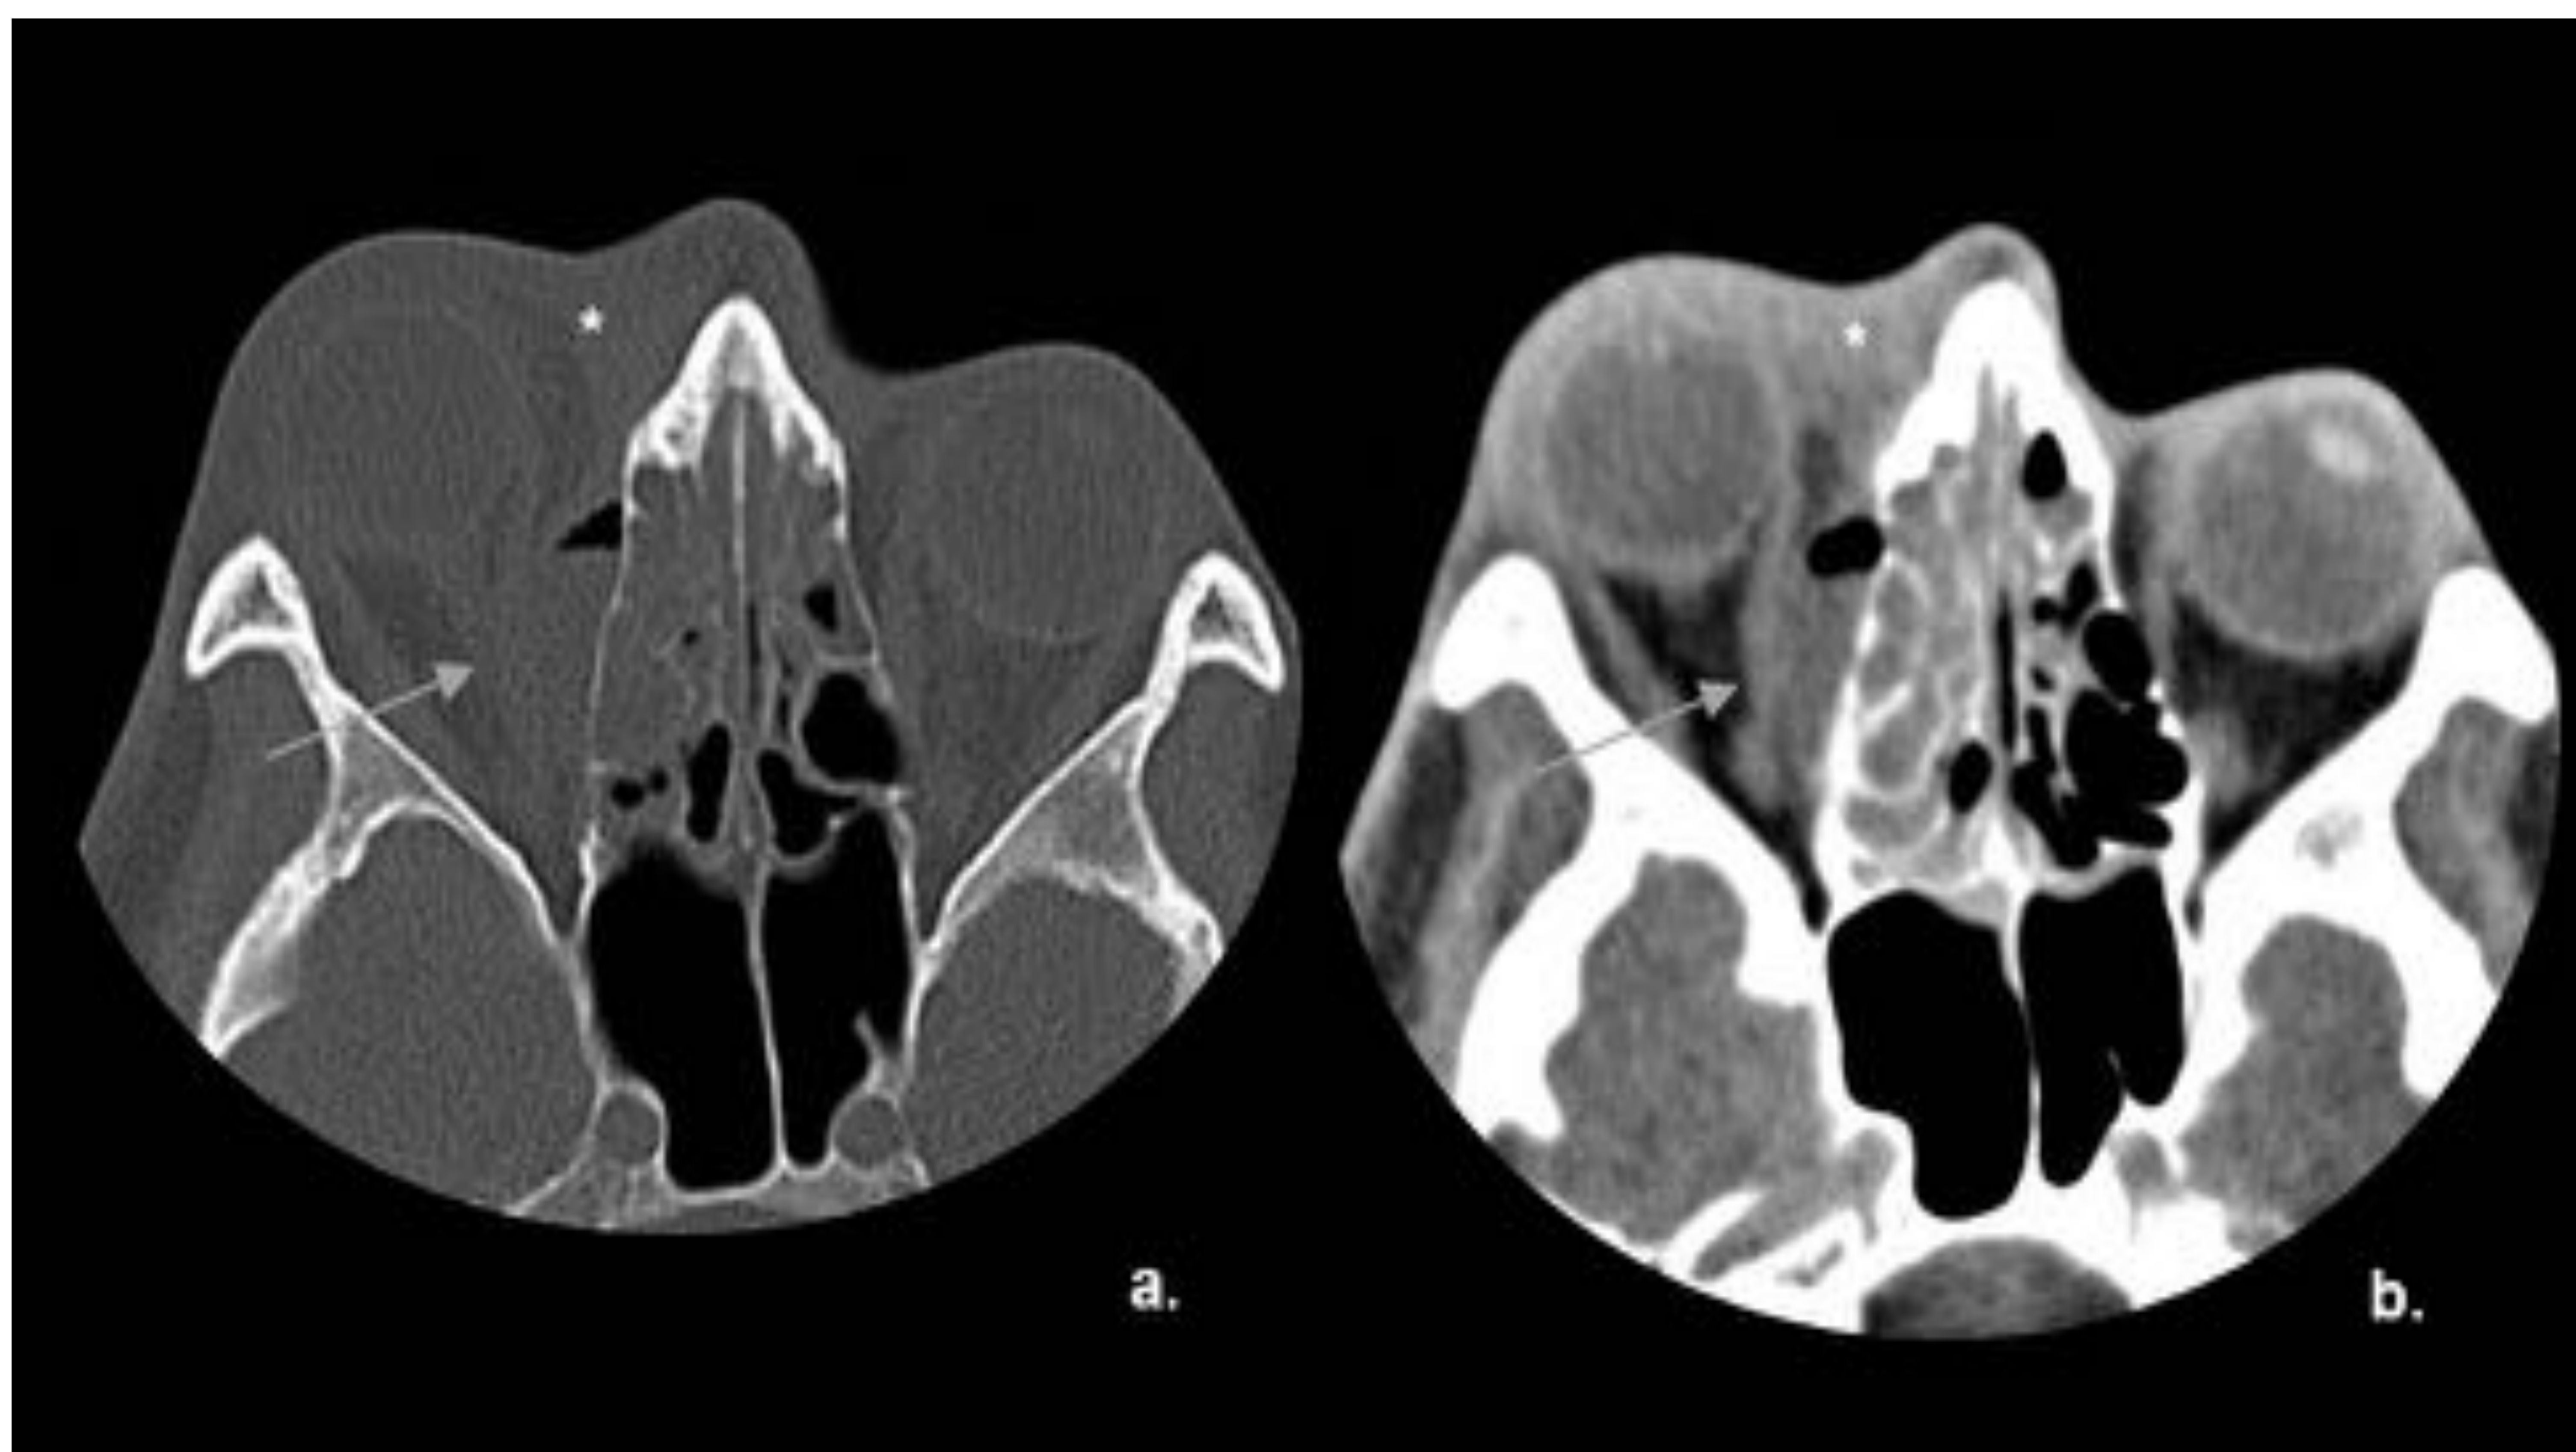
Absceso subperióstico. TC con ventana ósea en corte axial (a.) y con ventana de partes blandas en corte axial(b.). mostrando senos etmoidales opacificados; celulitis preseptal (\*); y una pequeña masa de tejido blando en forma de media luna (flecha) adyacente a la lámina papiácea, sospechosa de absceso subperióstico. Referencia: Hospital Universitario Severo Ochoa. Leganés - España.
